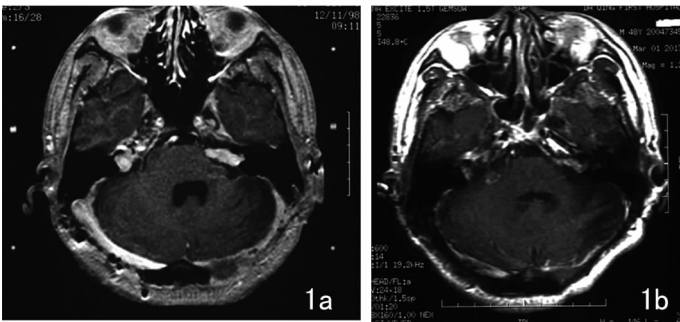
Gardner 轻型患者左侧听神经鞘瘤显微外科术后,双侧同时伽玛刀治疗,周边剂量均 12 Gy 1a: 伽玛刀定位图; 1b: 14 年后随访 MRI 显示双侧肿瘤明显萎缩,控制良好
